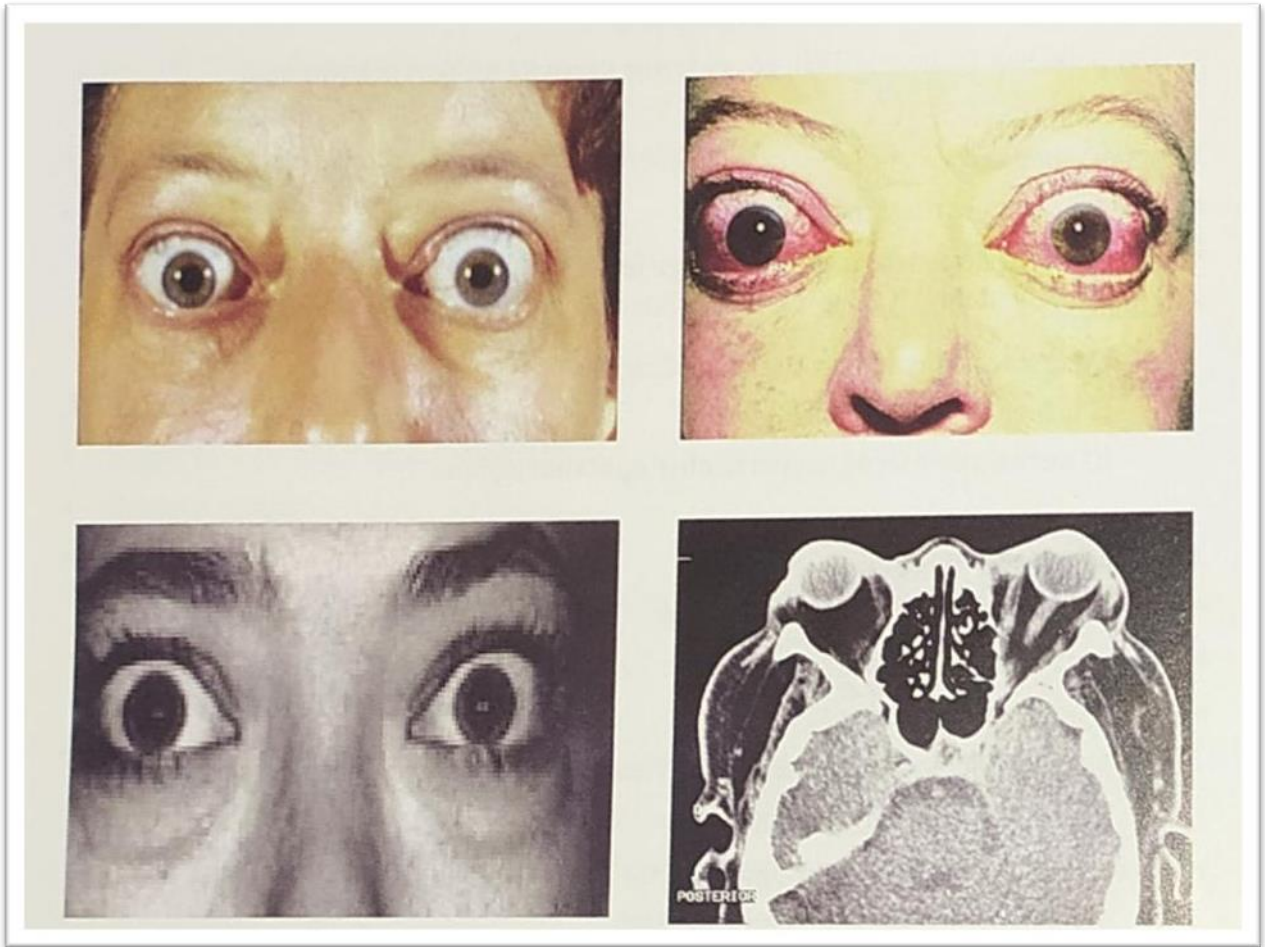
Examen ophtalmologique complet et une imagerie orbitaire (TDM ou IRM)
